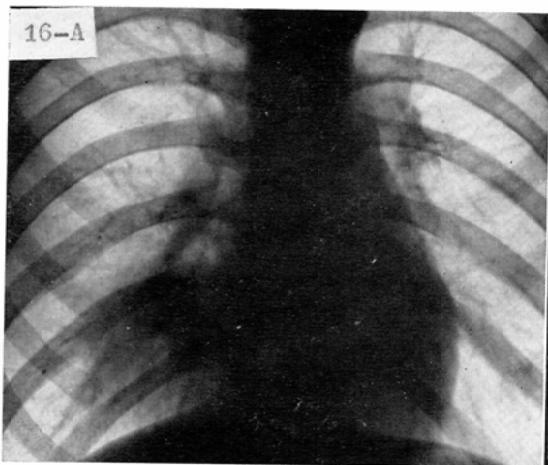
A. Male, 17. Chest roentgenogram taken on Dec. 20, 1959, at the onset of the current illness. Pneumonic consolidation is seen in the right posterior basal segment.
